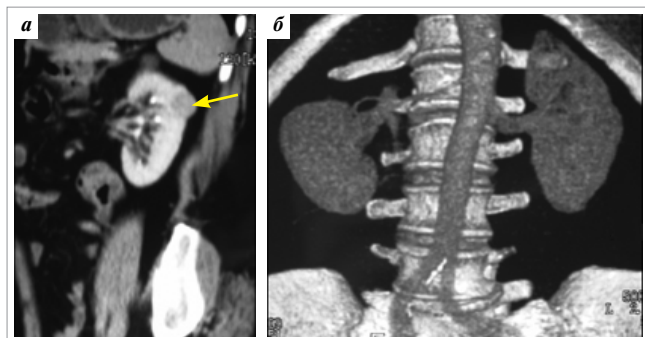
Больная И. Двусторонняя асинхронная опухоль левой почки. МСКТ; МПР: а — сагиттальная проекция, опухоль средней части (указана стрелкой) и киста верхнего сегмента левой почки; б — фронтальная проекция, состояние после плоскостной резекции правой почки
